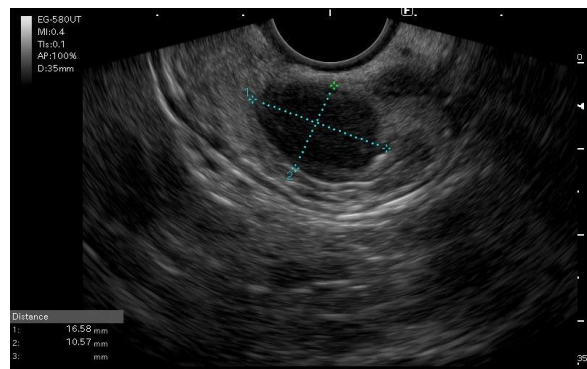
Lesión subepitelial del fondo gástrico vista por ultrasonido endoscópico (Dr. Luis Sandoval)
